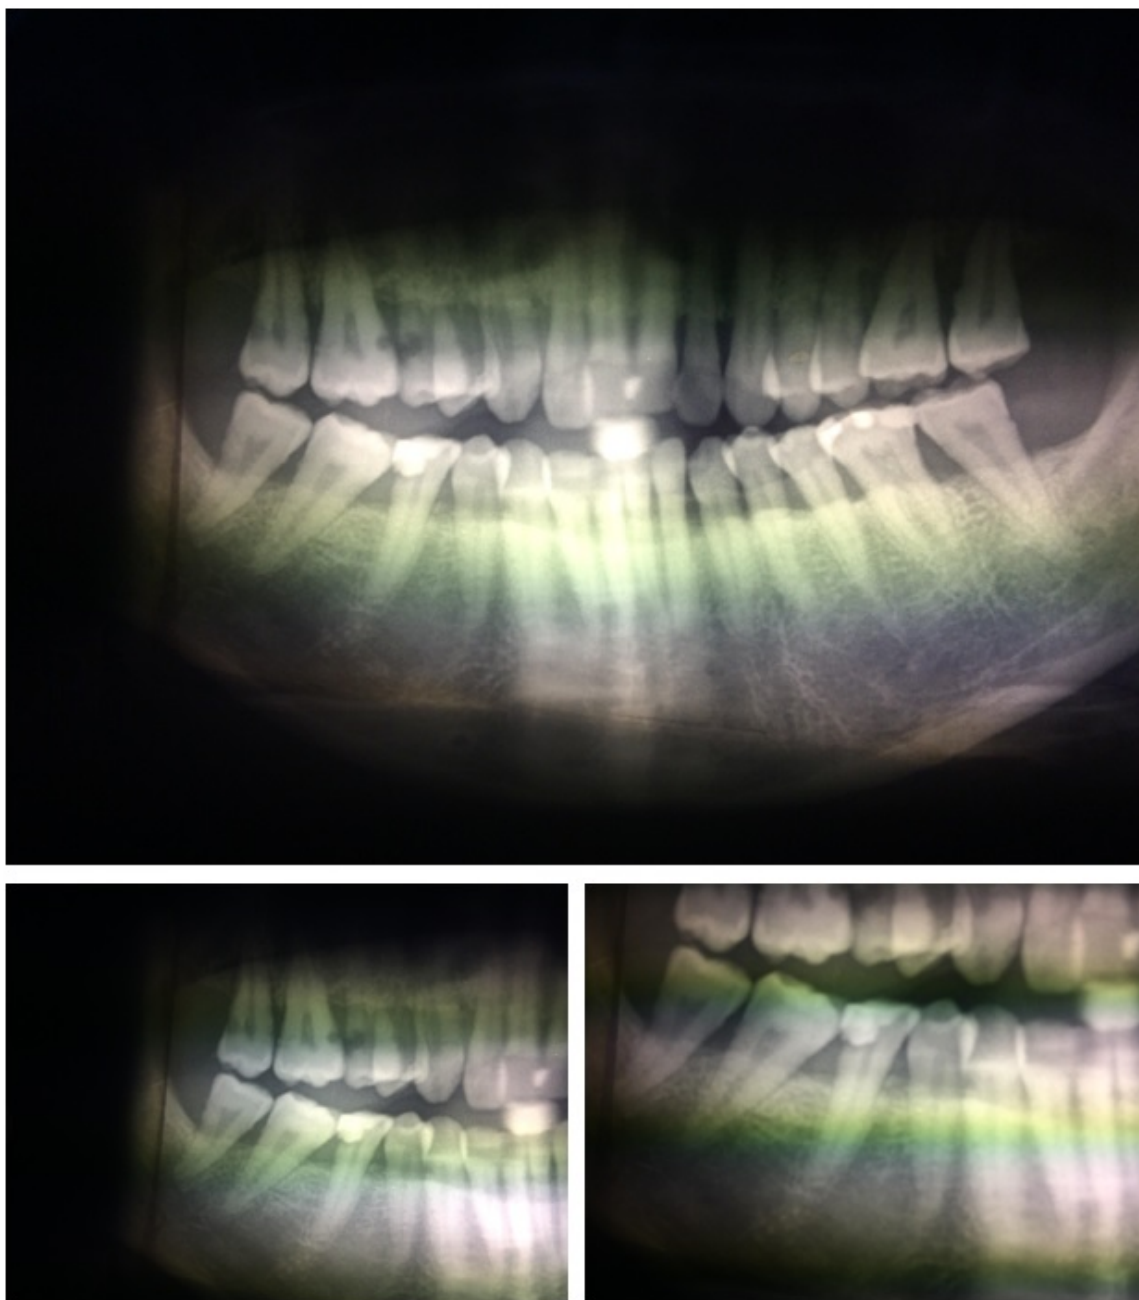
Ortopantomografia.
